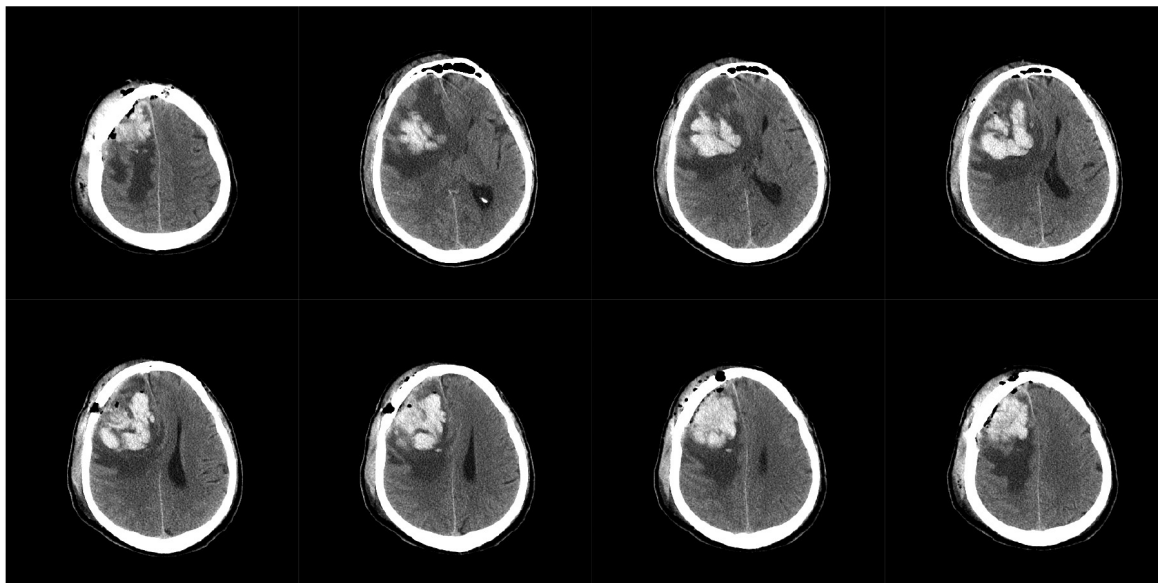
КТ головного мозга от 28.05.2013.
